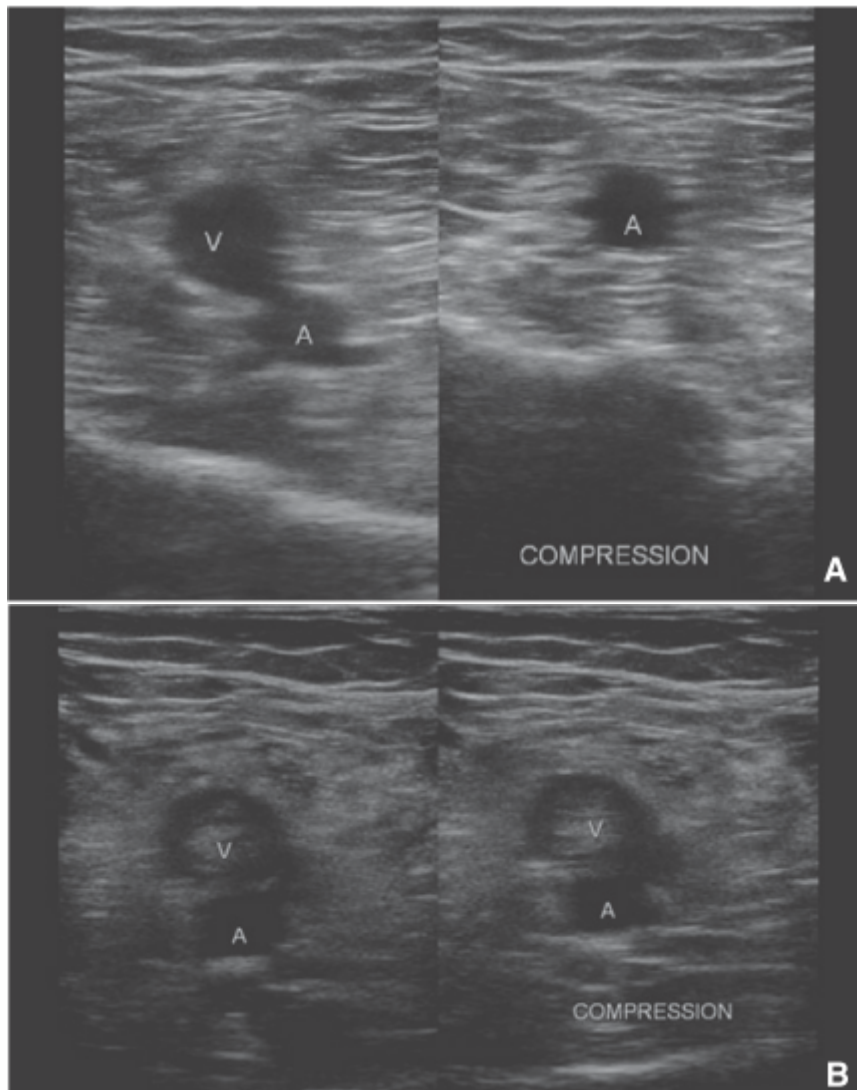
Échographie de compression veineuse [12]. A. Absence de thrombose veineuse profonde. La veine est complètement compressible. B. Thrombose veineuse profonde. La veine est incompressible, présence d'une image échogène intraluminal.
